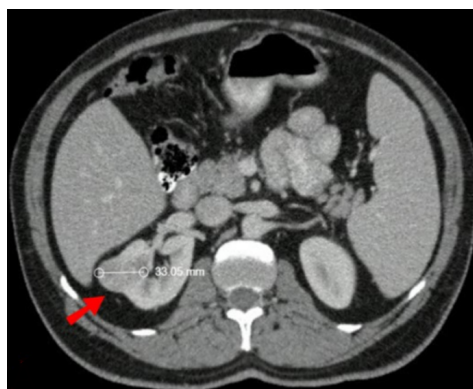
Imagen de TAC de abdomen contrastado, que evidencia masa en riñón derecho de 33 mm.
